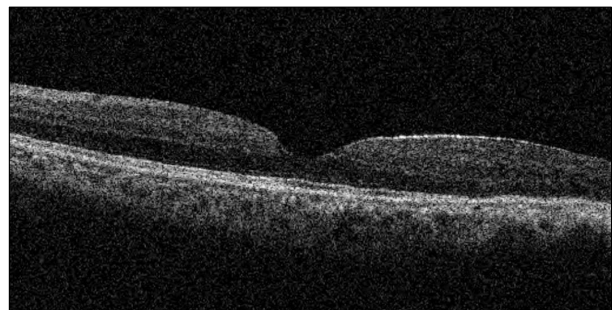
Optical coherence tomography before cataract surgery does not show macular edema.
